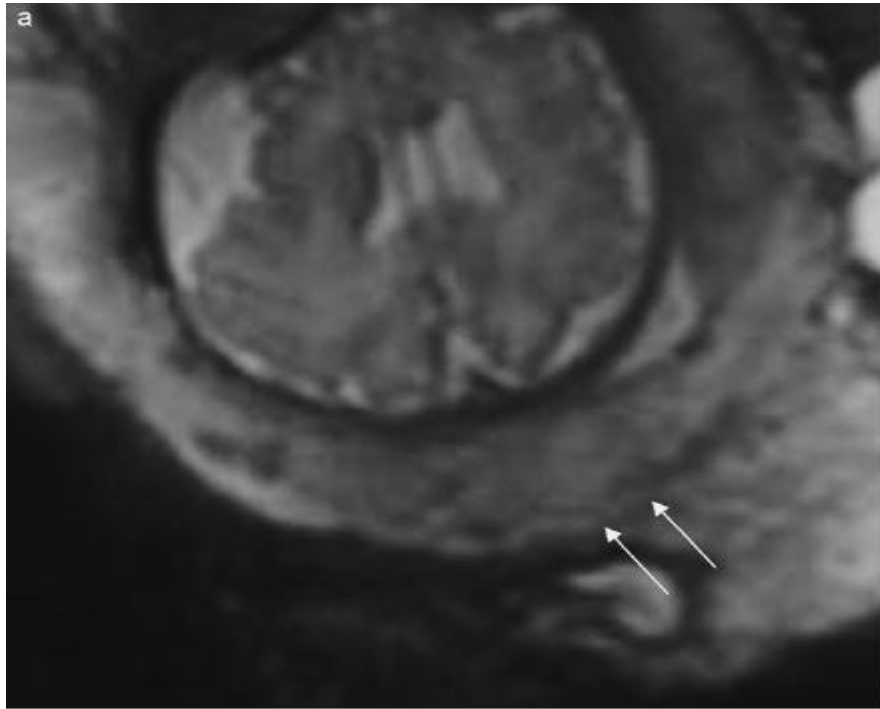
IRM : coupe sagittale T2 sur placenta prævia non accreta en séquence SSFP, meilleure résolution entre le placenta (flèche) et myomètre (étoile).
